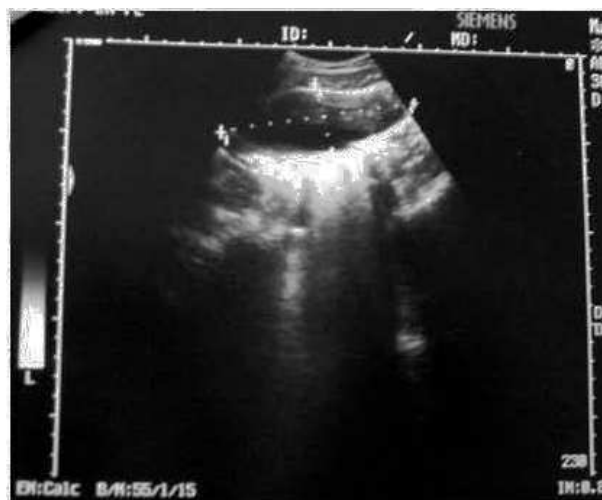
Ecografía con visión del quiste en su diámetro máximo.
